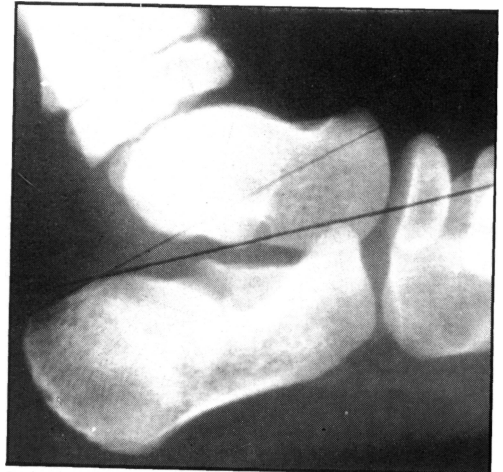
Radiografía en proyección de perfil de ambos del ángulo de Böhler en los niños.
